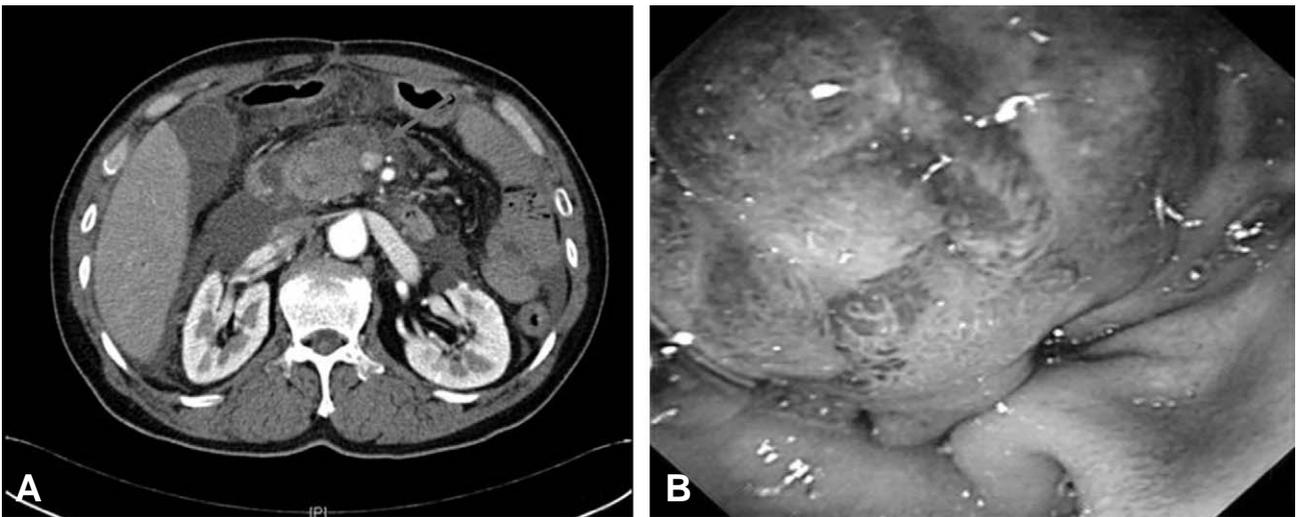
(A) CT finding: Fluid collection and pancreatic head injury were seen but duodenal injury was not detected. (B) In endoscopic finding, it was impossible to cannulate of the ampulla of Vater because of duodenal necrosis.
